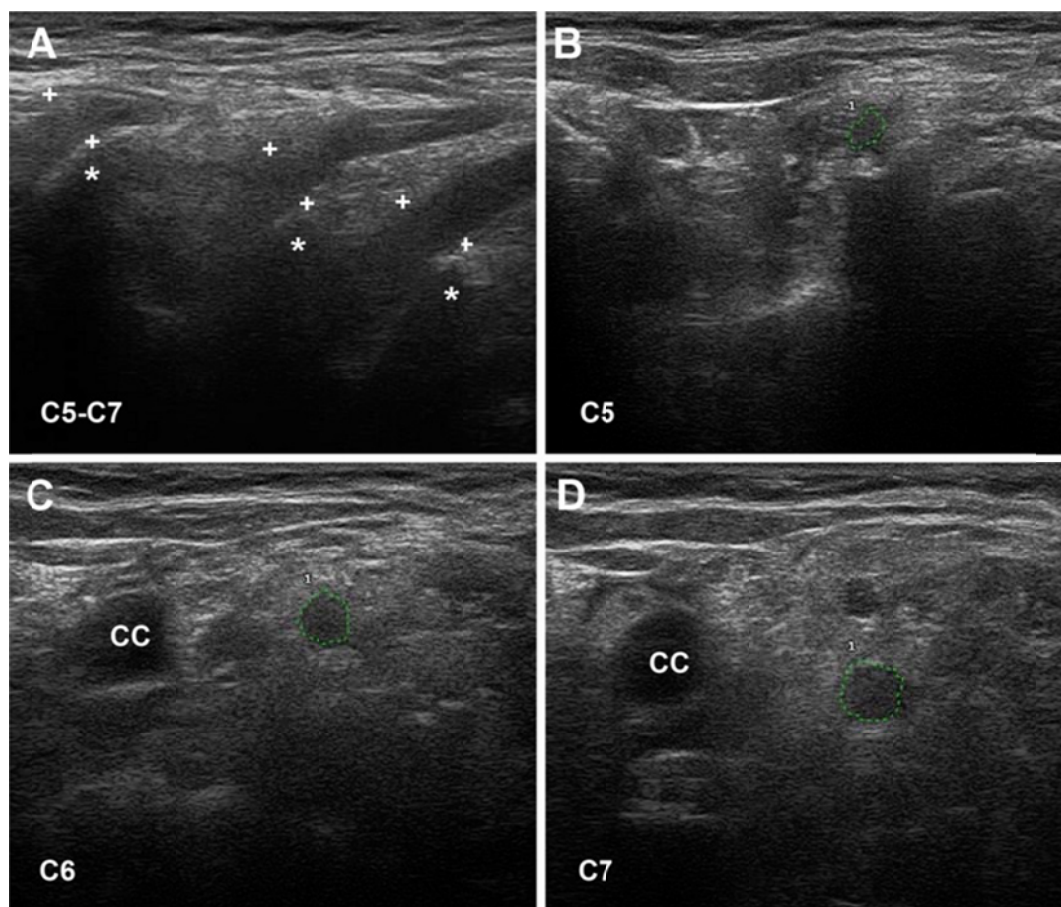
Ultrasonografía de los nervios cervicales en una enferma de AIDP fatal, fallecida al noveno día de evolución (caso 1 en la referencia número 167). (A) Sonograma sagital en la que se observa el borramiento de los contornos de los tres nervios cervicales escaneados (las cruces indican los puntos de calibración; los asteriscos, apófisis transversas vertebrales). (B-D) Sonogramas en el eje corto que ilustran las áreas fasciculares transversas, que para C6 y C7 están visiblemente agrandadas (para valores ver referencia 167); sus contornos borrados están delimitados por líneas de guiones verdes. El borramiento de los anillos hiperecoicos perineurales traduce que hay también edema inflamatorio del epi-perineuro. CC= carótida primitiva.
